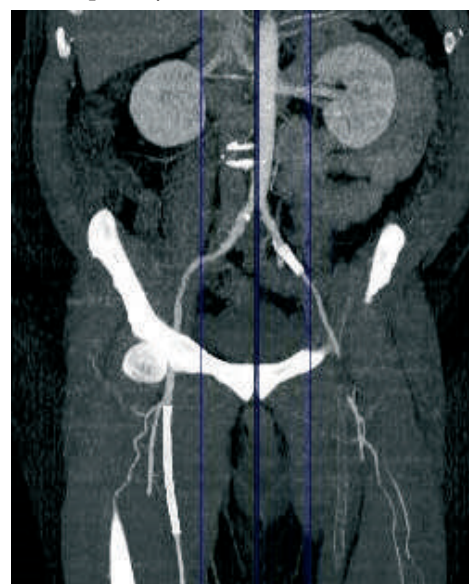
Предоперационная КТ-ангиография: аорто-подвздошный сегмент без гемодинамически значимых изменений, окклюзия общей, поверхностной бедренной и устья глубокой бедренной артерии, тромбоз бедренно-подколенного шунта
